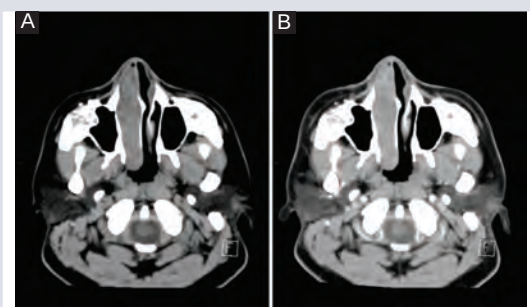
A: Muestra una tomografía computarizada de cráneo en plano axial, a nivel de cavidades nasales, en la que se observa una lesión que ocupa la cavidad nasal derecha. B: Se observa el realce de la lesión con el contraste endovenoso. Fuente: sistema PACS-RIS, Hospital General de México.
